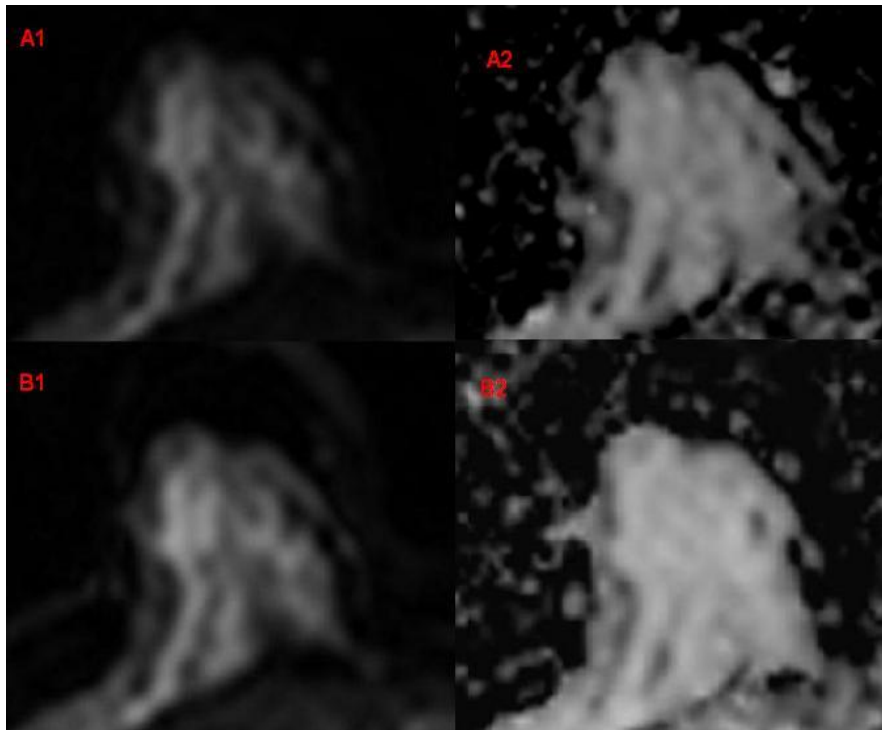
Resultado relativo à saturação de gordura. A1 e A2 são imagem ponderada em DWI e mapa ADC respectivamente com STIR e B1 e B2 com CHESS
